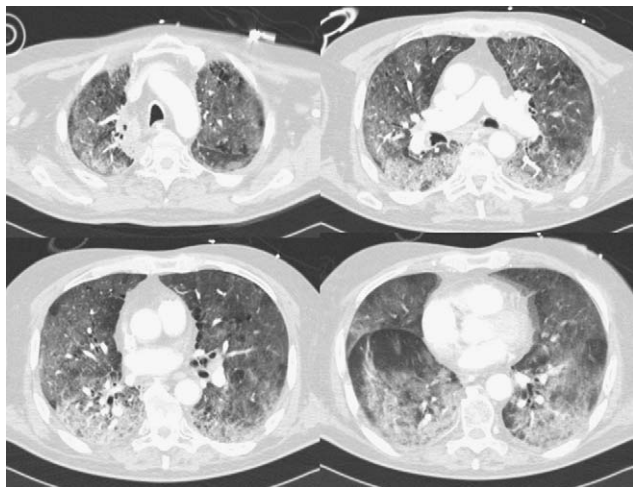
TC torácica. Daño alveolar difuso.
